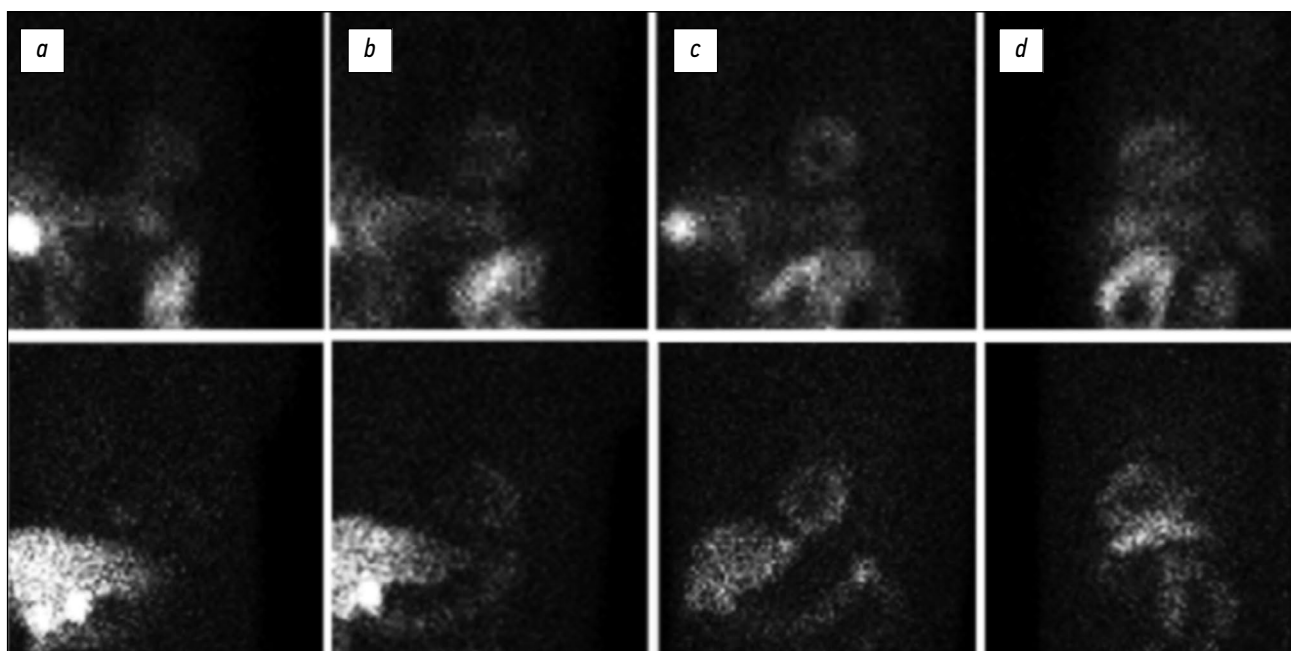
Сравнение проекций, полученных в клинических условиях при обследовании пациента (сверху) и рассчитанных методом Монте-Карло (снизу) с использованием трёхмерной карты активности виртуального пациента: *a* — левая передняя косая проекция; *b* — фронтальная проекция; *c* — правая передняя косая проекция; *d* — левая боковая проекция. Клинические данные получены при обследовании пациента методом однофотонной эмиссионной компьютерной томографии на установке Philips BrightView ХСТ в Федеральном государственном бюджетном учреждении «Национальный медицинский исследовательский центр кардиологии имени академика Е.И. Чазова» Министерства Здравоохранения Российской Федерации.
